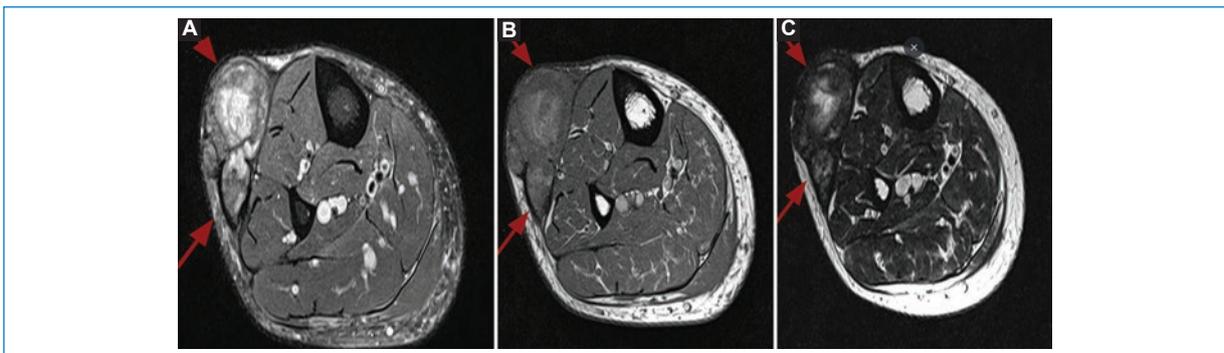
Varón de 50 años con diagnóstico anatomopatológico de hematoma organizado. A: corte axial de resonancia magnética (RM) ponderada en T2 FatSat que muestra una formación heterogénea (flechas) con disposición supraaponeurótica en la cara anterolateral de la pierna derecha, con presencia de edema de tejidos blandos perilesionales. B: corte axial de RM ponderada en T1 con elevada señal en el centro de la formación que sugiere la presencia de metahemoglobina, estado de oxidación de la hemoglobina presente en hematomas subagudos. C: corte axial de RM ponderada en T2 que muestra áreas de intensidad de señal baja de la periferia de la lesión causadas por depósitos de hemosiderina.
